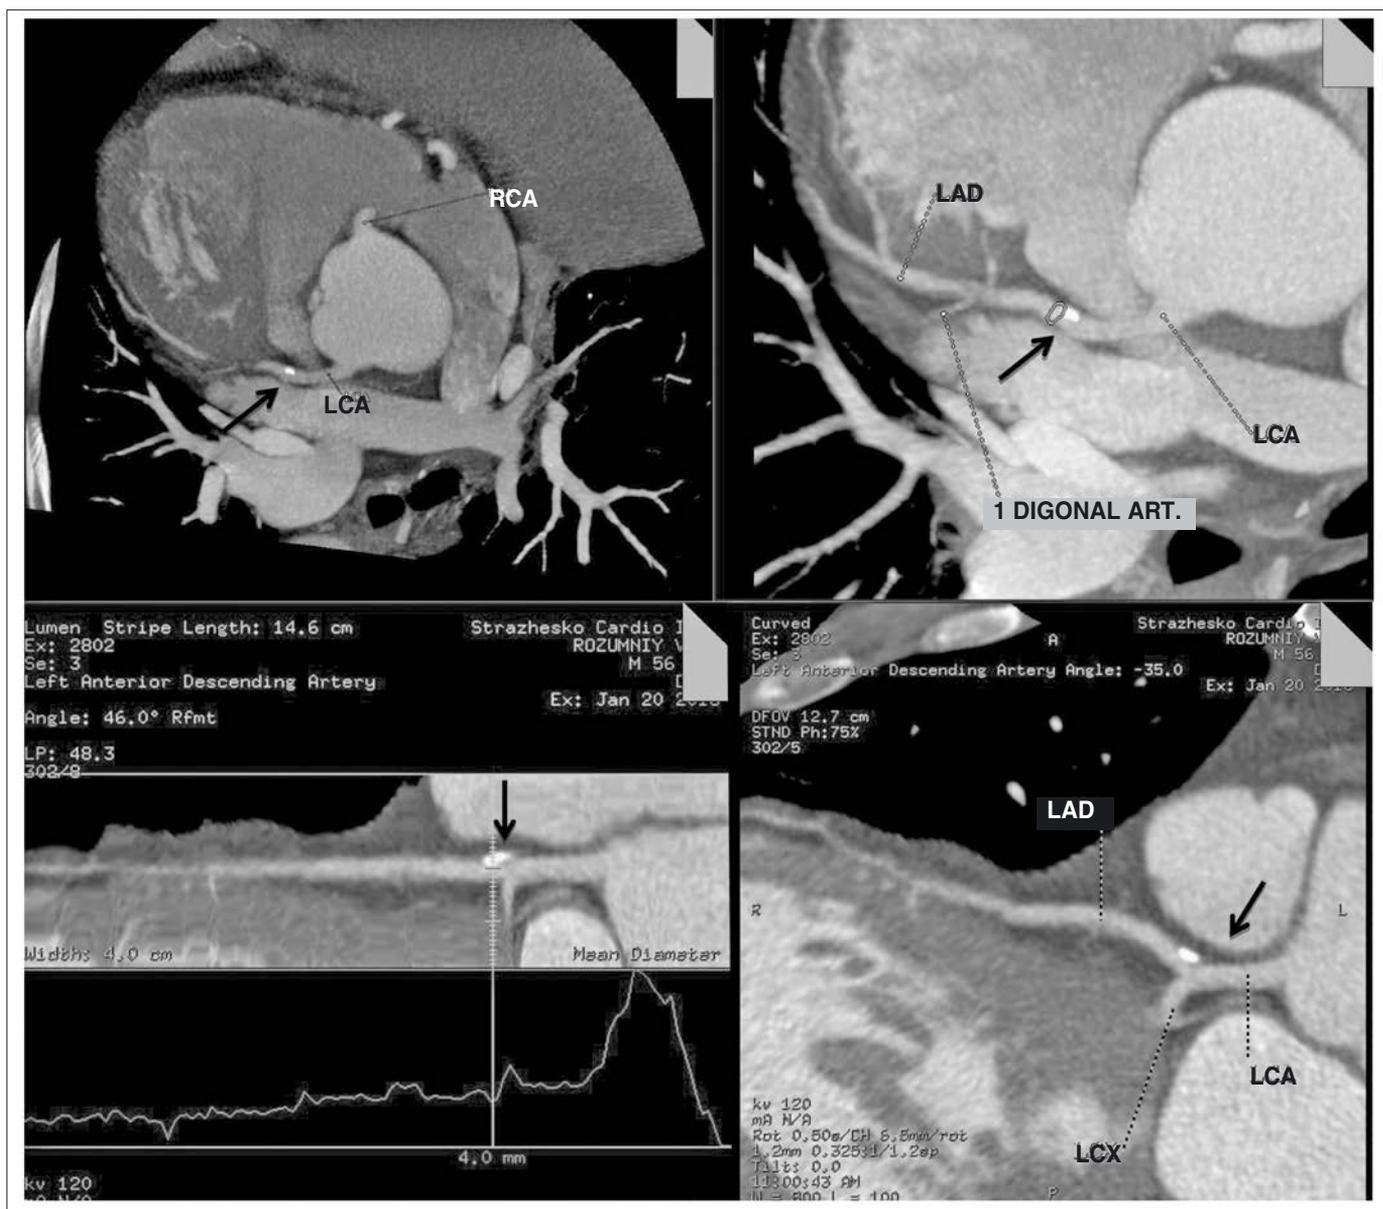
КТ-изображения ПМЖВ ЛКА (МСКТ-постпроцессинговая обработка). КТ-признаки локального кальциноза в проксимальном сегменте ПМЖВ ЛКА, без гемодинамически значимого стеноза на указанном уровне (стрелка)
